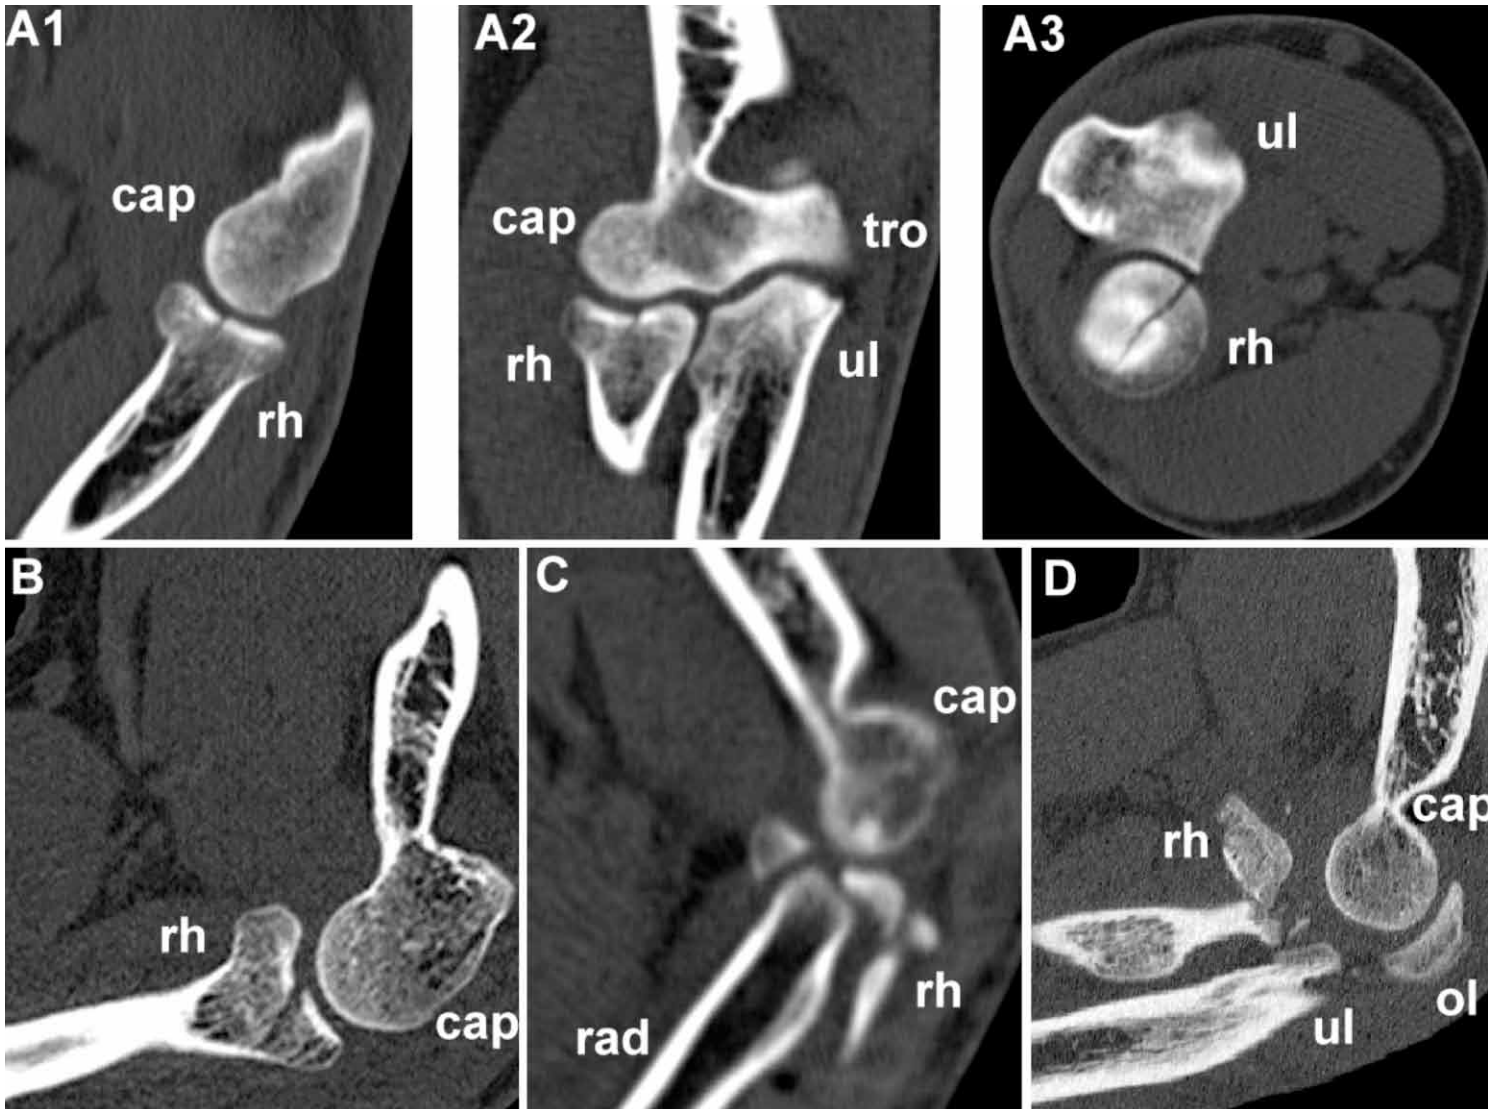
Computed tomography of radial head fractures – A1: Mason type I fracture coronal view, A2: Mason type I fracture (axial view), A3: Mason type I fracture (sagittal view), B: Mason type II fracture (sagittal view), C: Mason type III fracture (sagittal view), D: Mason type IV fracture (sagittal view). cap = capitellum, rh = radial head, ul = ulna, tro = trochlea, rad = radius, ol = olecranon
